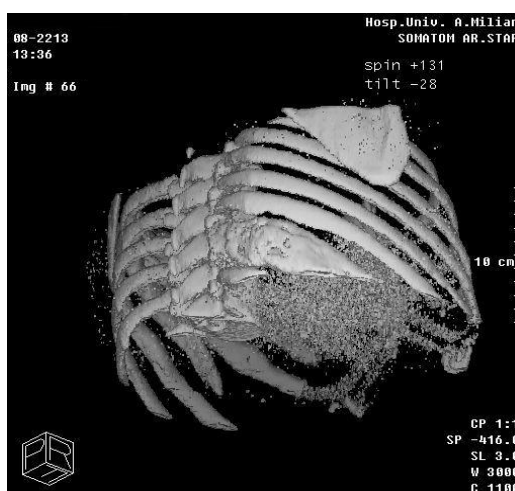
TAC de pulmón. Reconstrucción en 3D: expansión e insuflación del arco costal posterior de la novena costilla del lado derecho
